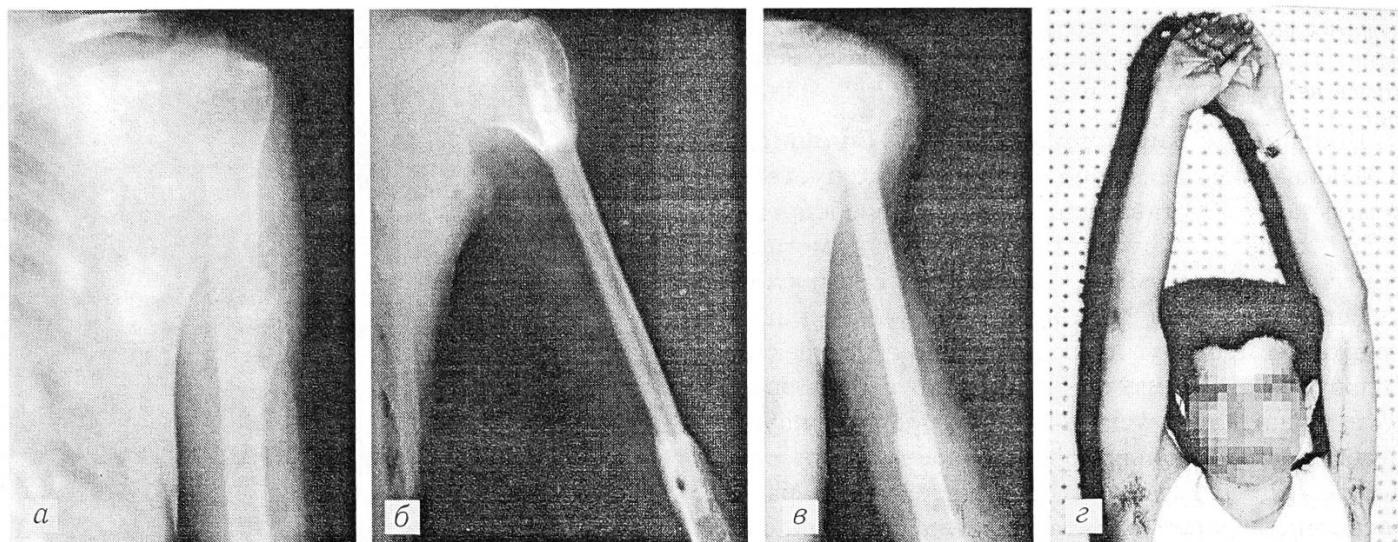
Больной Ш.: а — рентгенограмма до операции; б — через 3 мес после резекции диафиза плечевой кости с замещением дефекта аутотрансплантатом на микрососудистых анастомозах; в — через 2 года после операции (видна гипертрофия аутотрансплантата); г — функция руки через 2 года после операции.
